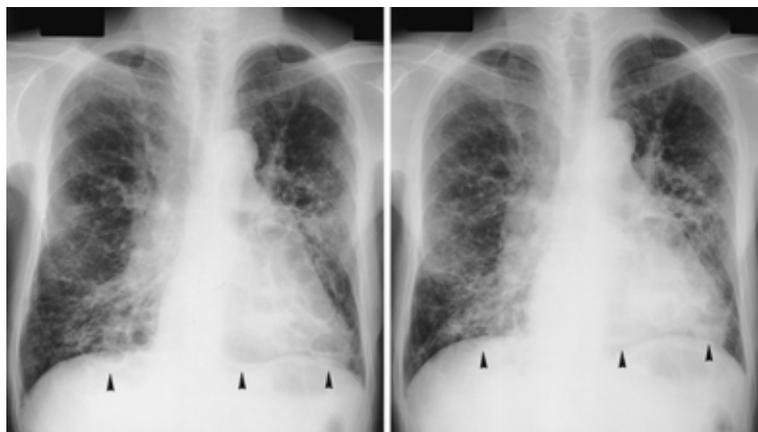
Chest radiograph shows bilateral multiple cysts on inspiration and their collapse on expiration.
